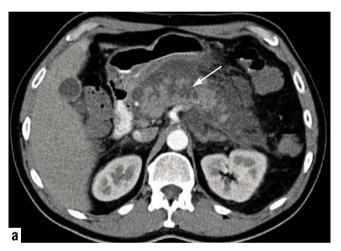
Скопление жидкости в сальниковой сумке (стрелка). МРТ в Т1 FFE ВИ, гиперинтенсивный сигнал за счет геморрагического компонента
